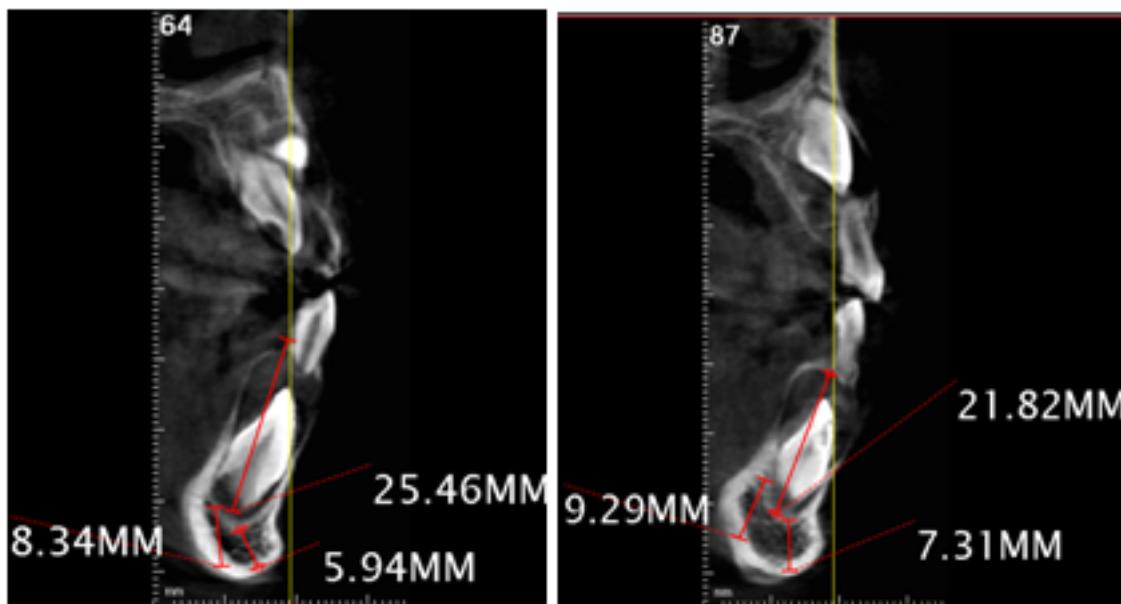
Tomografía cone beam. Corte axial Derecho e Izquierdo
